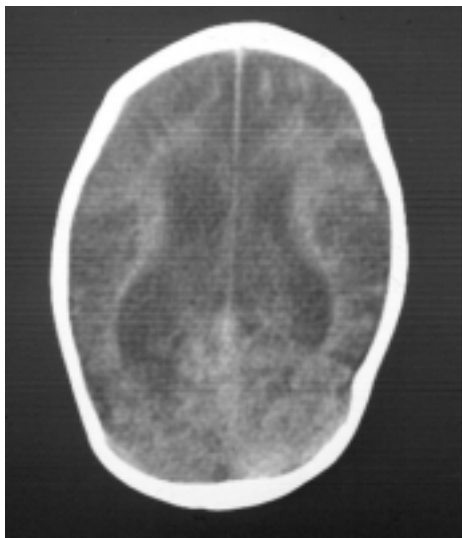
КТ головного мозга ребенка в возрасте 22 сут с перенесенной церебральной гипоксией-ишемией 3-й степени и полиморфными неонатальными судорогами. Выражена диффузная корковая и центральная атрофия, нормотензивная вентрикуломегалия.
